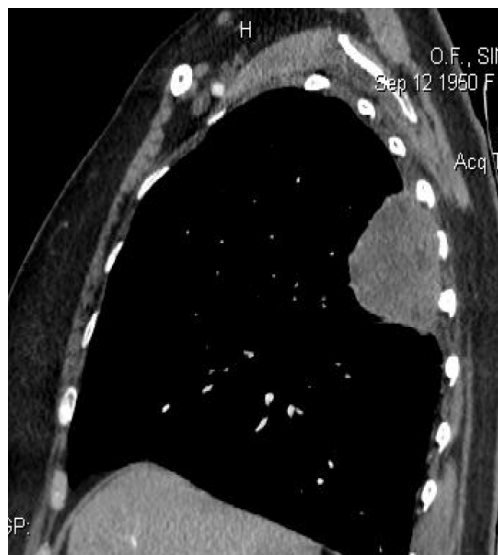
Пациентка С., 1950 г.р. КТ-картина мягкотканного новообразования, вероятно, исходящего из костальной плевры, локализующегося в проекции S_2 – S_6 правого легкого с инвазией в задние отрезки V–VI ребер, КТ-признаки хронической обструктивной болезни легких с преобладанием эмфизематозного типа. Интраоперационно: в S_2 правого легкого — опухоль, врастающая в S_6 и грудную стенку на уровне задних отрезков V–VI ребер. Учитывая прорастание опухоли верхней доли правого легкого в нижнюю долю, отсутствие междолевой щели, а также выраженные эмфизематозные изменения легкого, принято решение выполнить комбинированную верхнюю билобэктомию с резекцией грудной стенки. Морфология: плоскоклеточный неороговевающий рак (G2)
